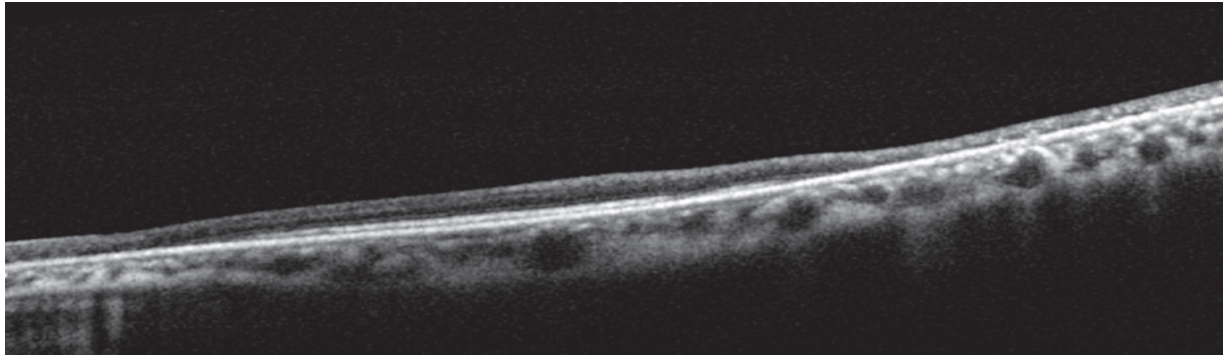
Optical coherence tomography reveals overall severe reduction in the thickness of sensory retinal layers.
